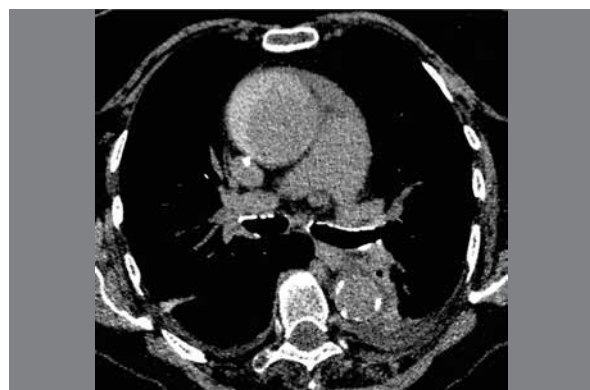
Hematoma intramural na aorta ascendente. Imagem axial de TC de tórax sem contraste que evidencia uma imagem hiperdensa com morfologia em crescente na face anterolateral direita da aorta ascendente, compatível com hematoma intramural.
